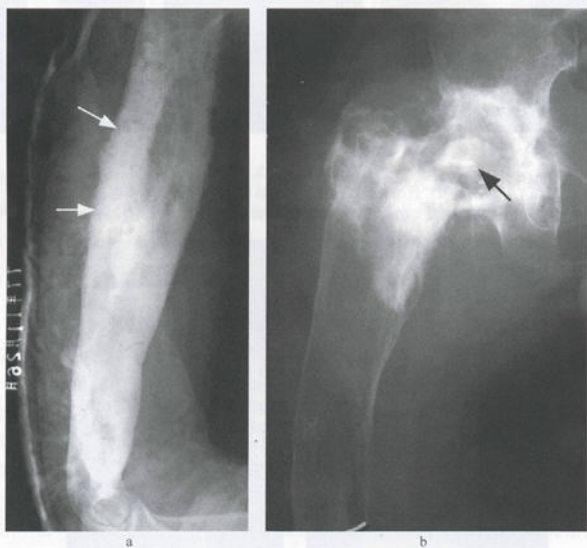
慢性骨髓炎晚期死骨 X 线平片
